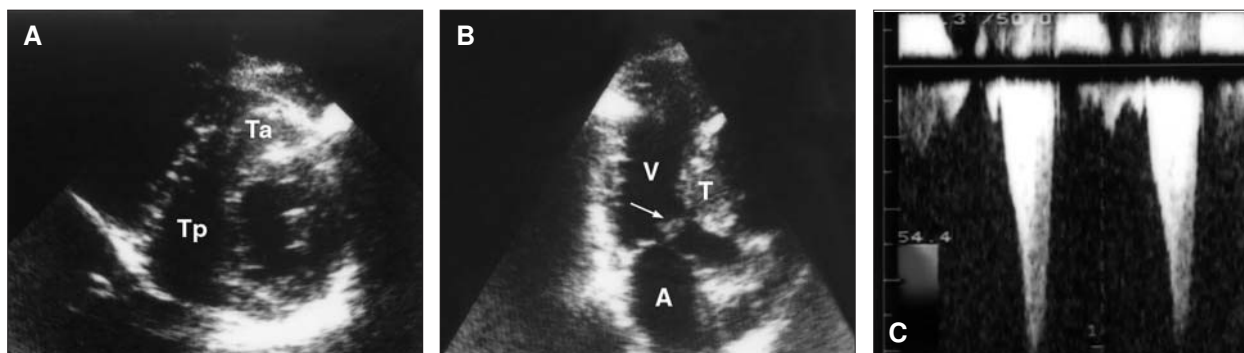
Ecocardiograma bidimensional, planos transversal del ventrículo izquierdo en diástole (A) y apical longitudinal en sístole (B). Se observa gran hipertrofia del tabique interventricular anterior (Ta) y posterior (Tp), así como el desplazamiento sistólico anterior de la válvula mitral (flecha), característico de la obstrucción subaórtica dinámica. Mediante técnica de Doppler continuo, en el tracto de salida del ventrículo izquierdo, se detecta un flujo característico de obstrucción dinámica, con velocidad máxima telesistólica de 4,03 m/s, correspondiente a un gradiente subaórtico de 65 mmHg (C). A: aurícula izquierda; V: ventrículo izquierdo; T: tabique interventricular.
